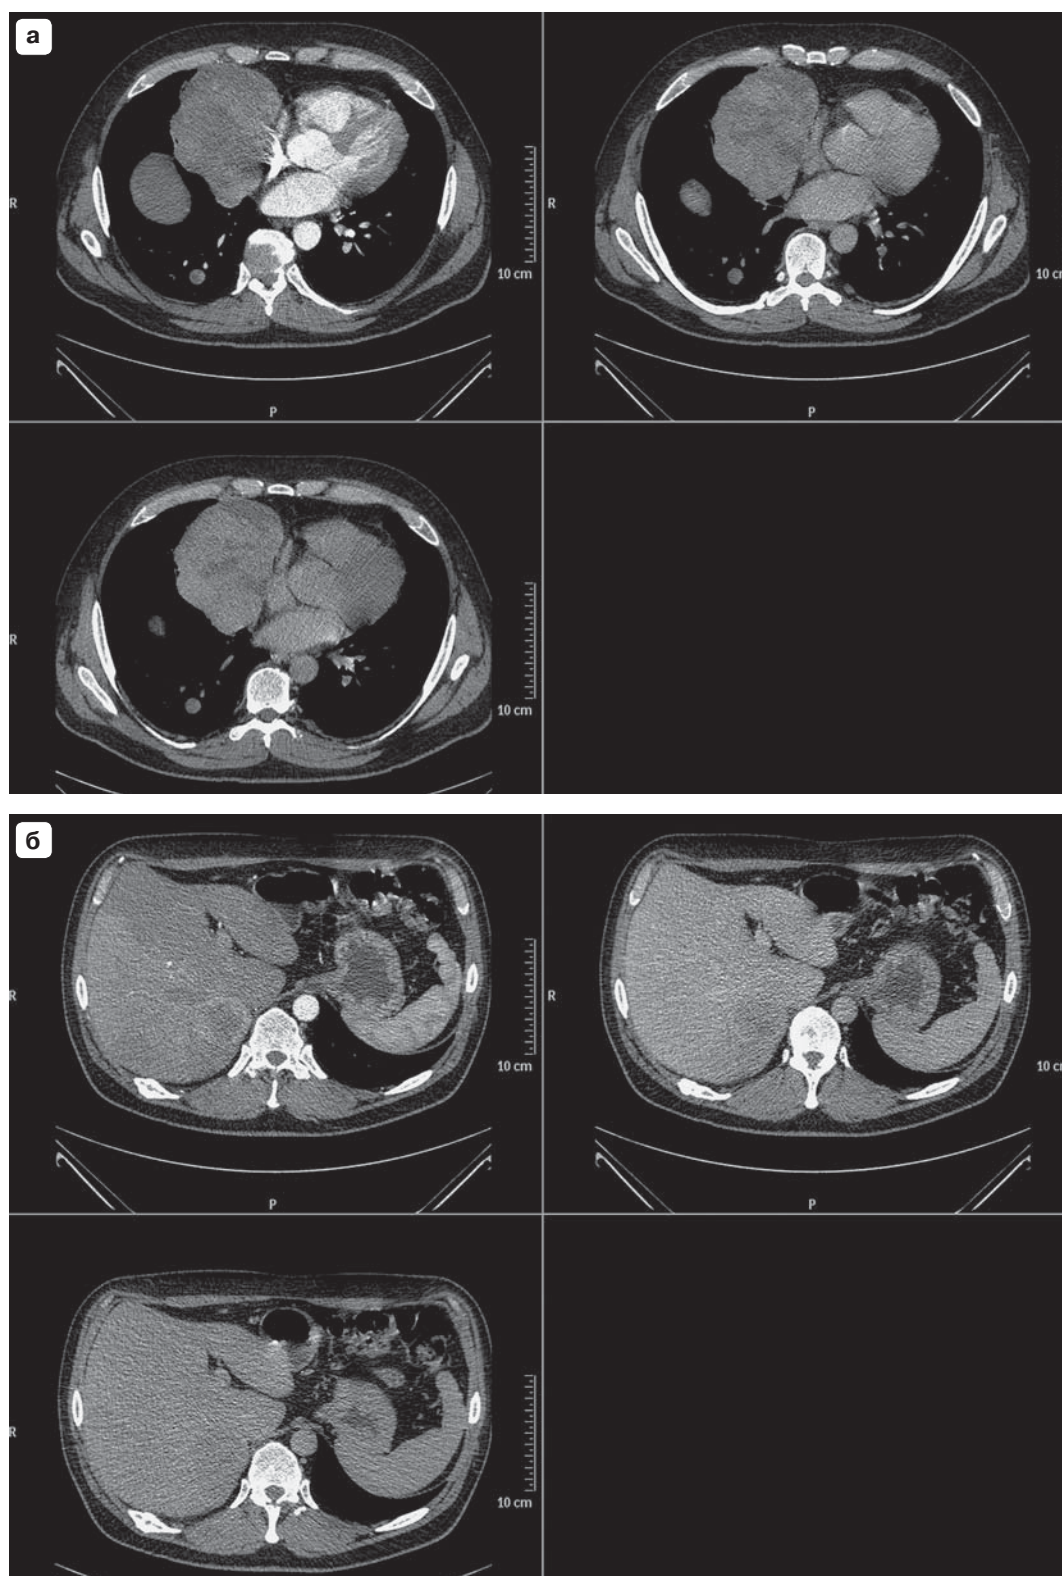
Первичная МСКТ-диагностика.
